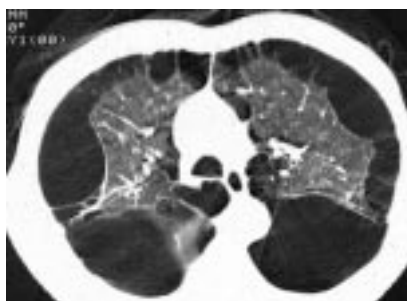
КТ. Буллезная эмфизема в нижних долях легких.
